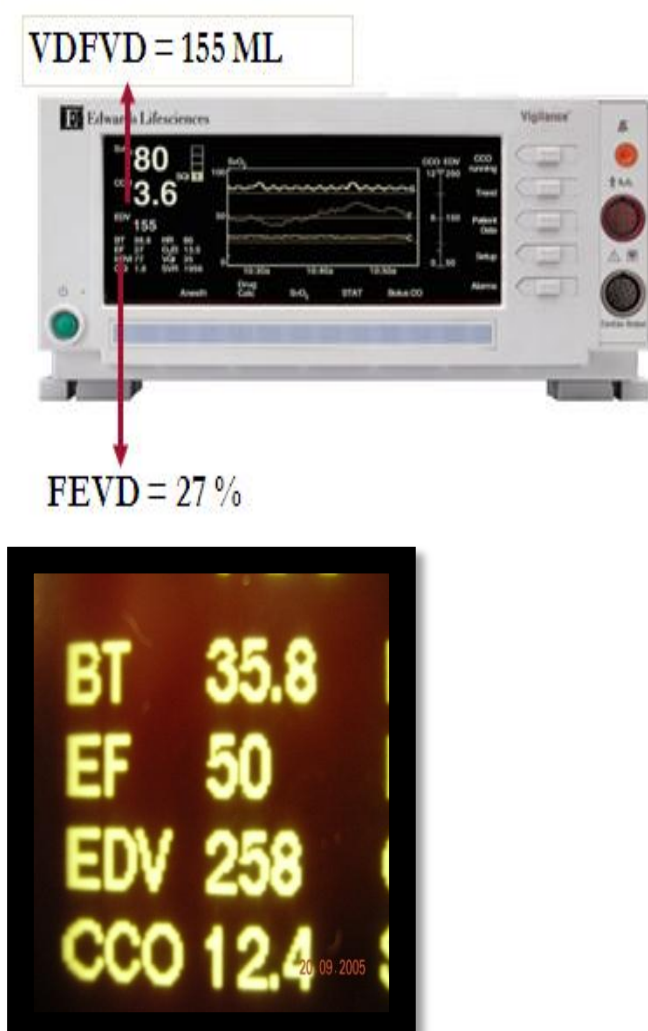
Monitor Vigilance™ utilizado para interface com o CAP-FEVD, possibilitando a monitorização semi-contínua e automática da FEVD e do VDFVD. Ao lado, a visualização de uma parte da tela do monitor em maior detalhe, mostrando os seguintes parâmetros: BT:
